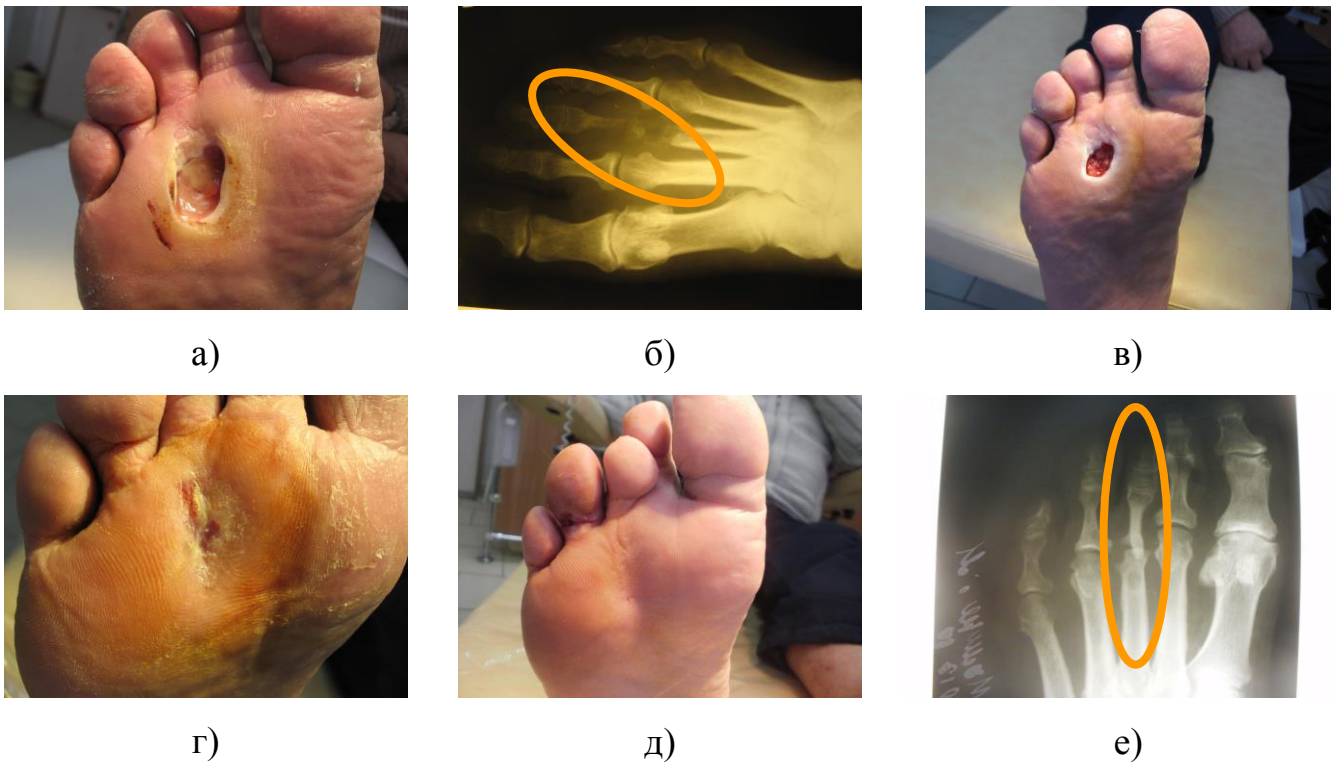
Етапи лікування гнійно-некротичних уражень стопи на фоні цукрового діабету після гомілкового шунтування та РОТ у: а) вигляд рани до операції; б) рентгенографія правої стопи, деструкція основної фаланги III пальця стопи; в) вигляд рани через 1 місяць; г) вигляд рани через 2 місяця; д) вигляд стопи через 3 роки; е) сформована кісткова мозоль в місті перелому основної фаланги пальця.
